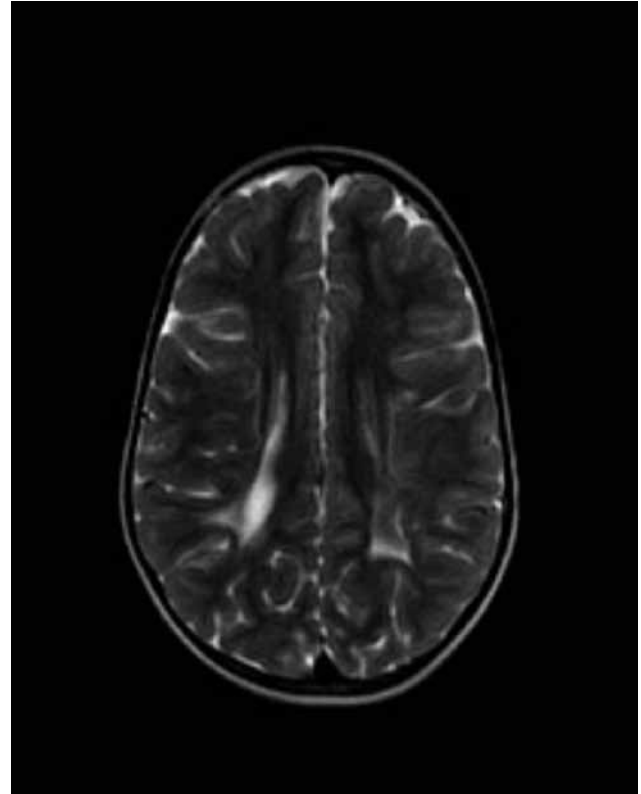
IRM cérébrale à 5 ans, plan axial en T2-Flair T2 : hypersignal de la substance blanche autour des deux carrefours ventriculaires.
